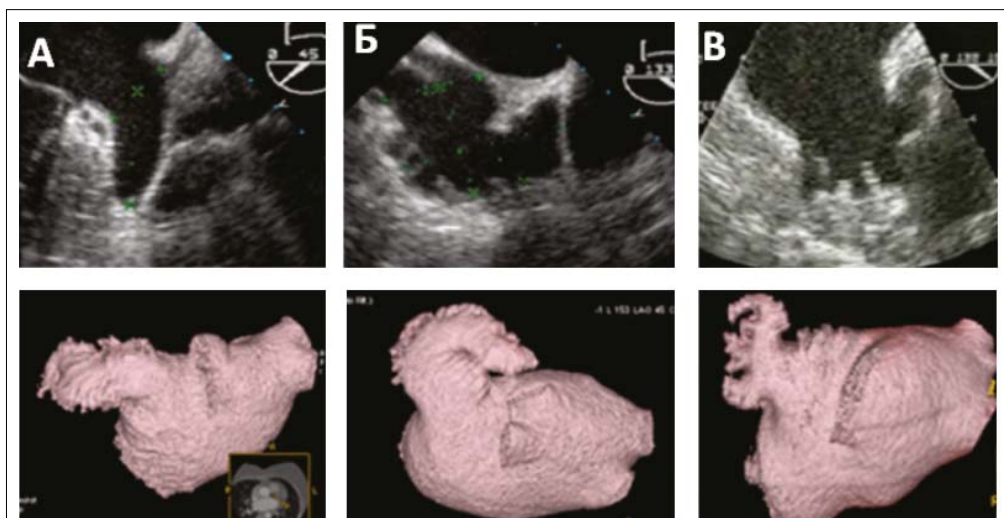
Типы анатомии ушка левого предсердия (верхние рисунки – данные ЧП-ЭХОКГ, нижние рисунки – трехмерная реконструкция по данным МСКТ с контрастированием) (адаптировано из [10])
